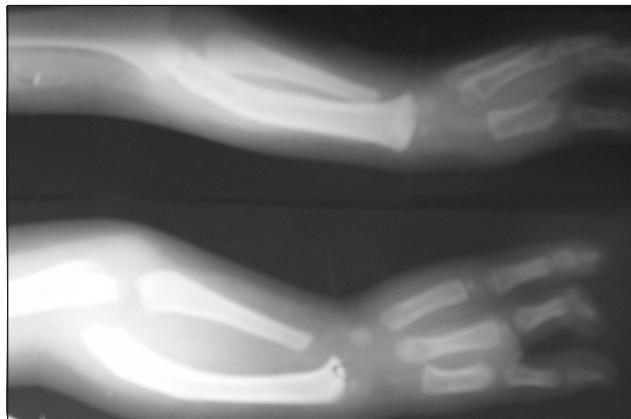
Фотоотпечаток рентгенограммы предплечья и кисти ребенка с врожденной локтевой косорукостью, II тип. Вывих головки лучевой кости. Трехпальная кисть
